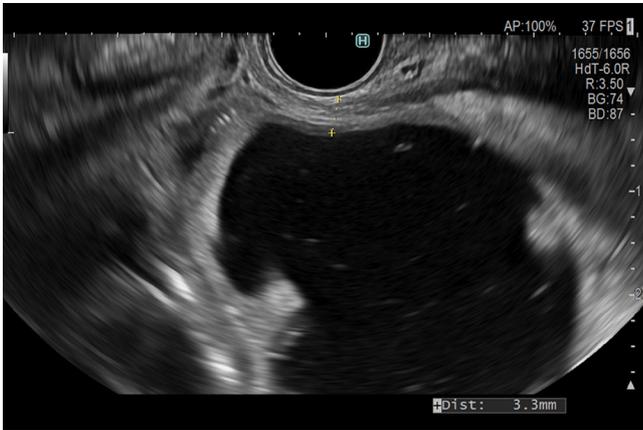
▲ Endosonographisches Bild. Die Distanz zwischen Magen und Jejunumwand beträgt 3,3 mm
